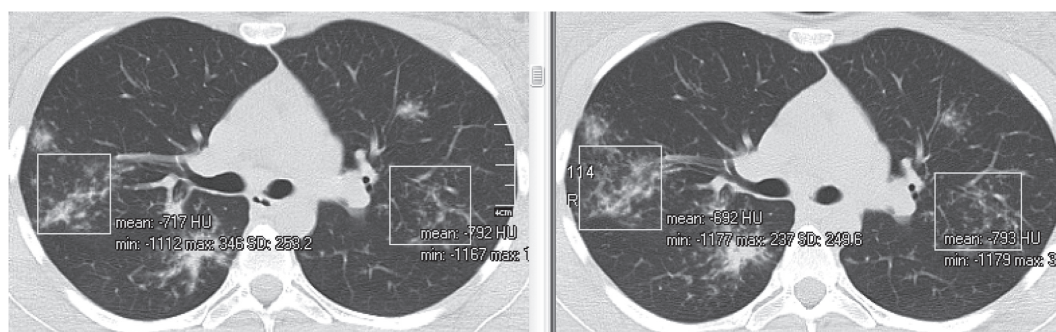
МСКТ больной К.: прогрессирование саркоидоза II стадии после 3 месяцев наблюдения (слева — в исходном состоянии, справа — через 3 мес). Увеличение плотности участка паренхимы правого легкого с -717 HU до -692 HU.
